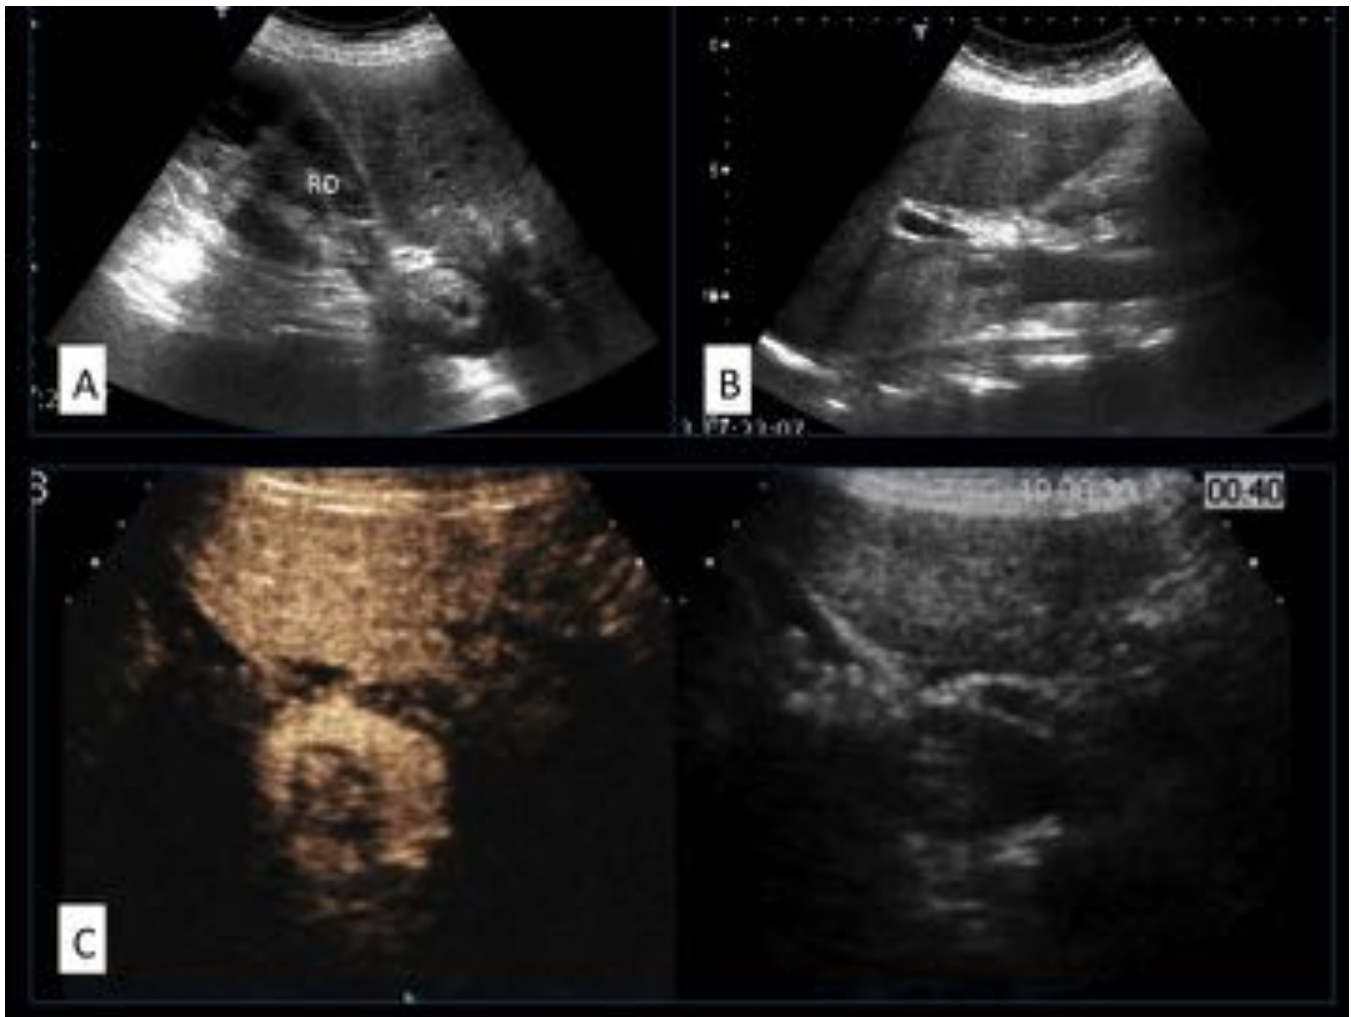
Trombo tumoral en vena cava inferior. En las imágenes de ecografía (A y B) se identifica ocupación en la luz de la vena cava inferior por un trombo, que en la EC (C) presenta captación de contraste, evidenciando su carácter tumoral.
